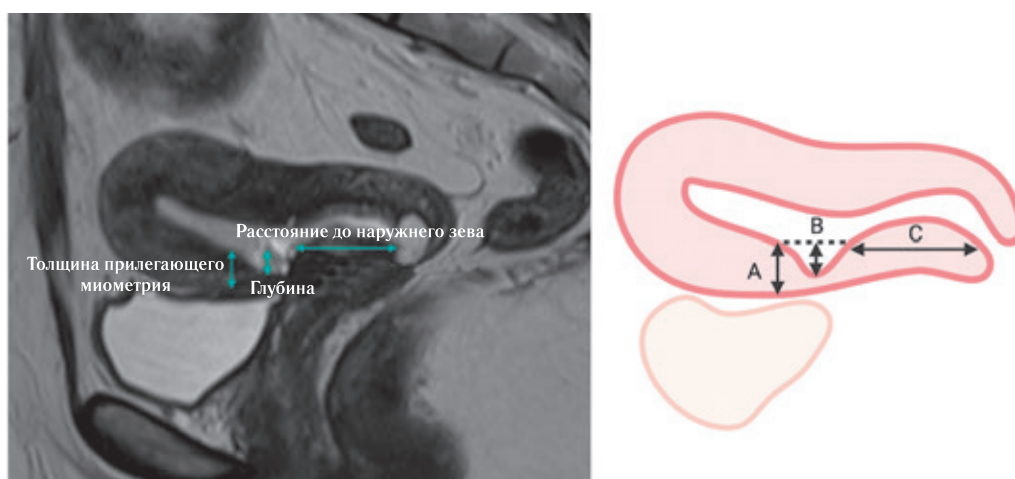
Измерение «ниши» рубца по данным МРТ малого таза с контрастированием в T2-взвешенном режиме в сагиттальной плоскости: А — толщина прилежащего миометрия; В — глубина «ниши»; С — расстояние до наружного зева
